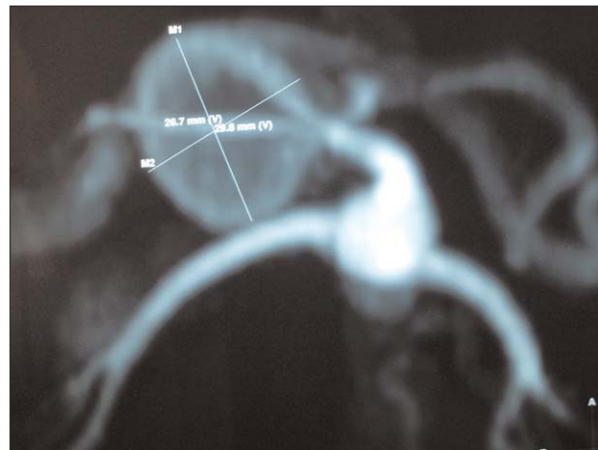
Medidas de aneurisma esplénico en angiorresonancia: 26,7 × 29,8 mm.
